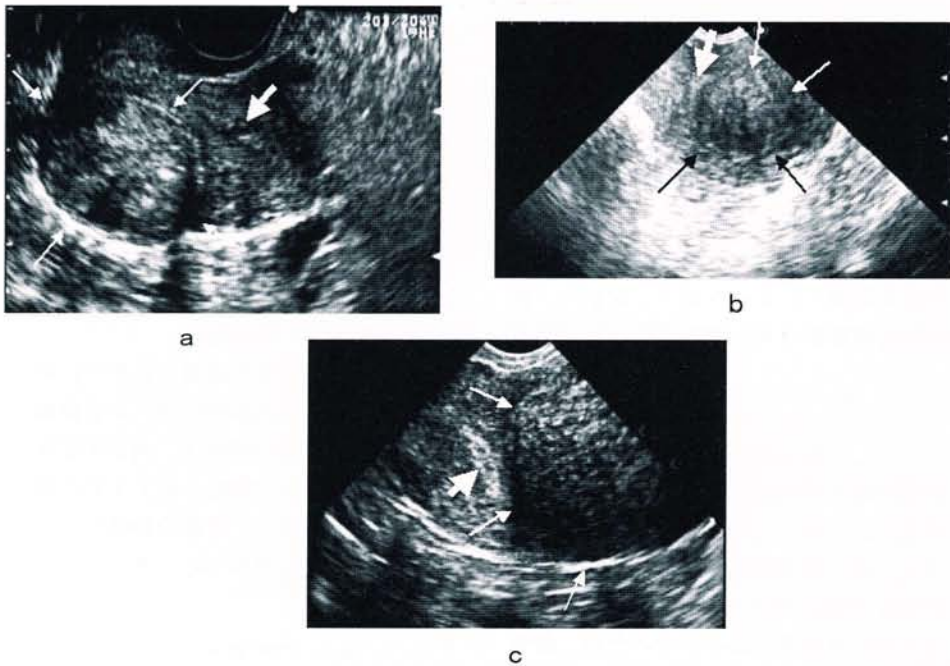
正常筋層と異なったエコー輝度を呈する子宮筋腫 (矢印小)。正常筋層との境界は明瞭である (矢印大: 子宮内膜) (a: 筋層内筋腫、b: 粘膜下筋腫、c: 漿膜下筋腫)。
